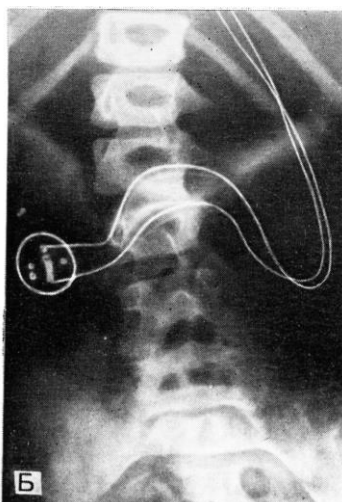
Рентгенограмма позвоночника после имплантации электродов.
